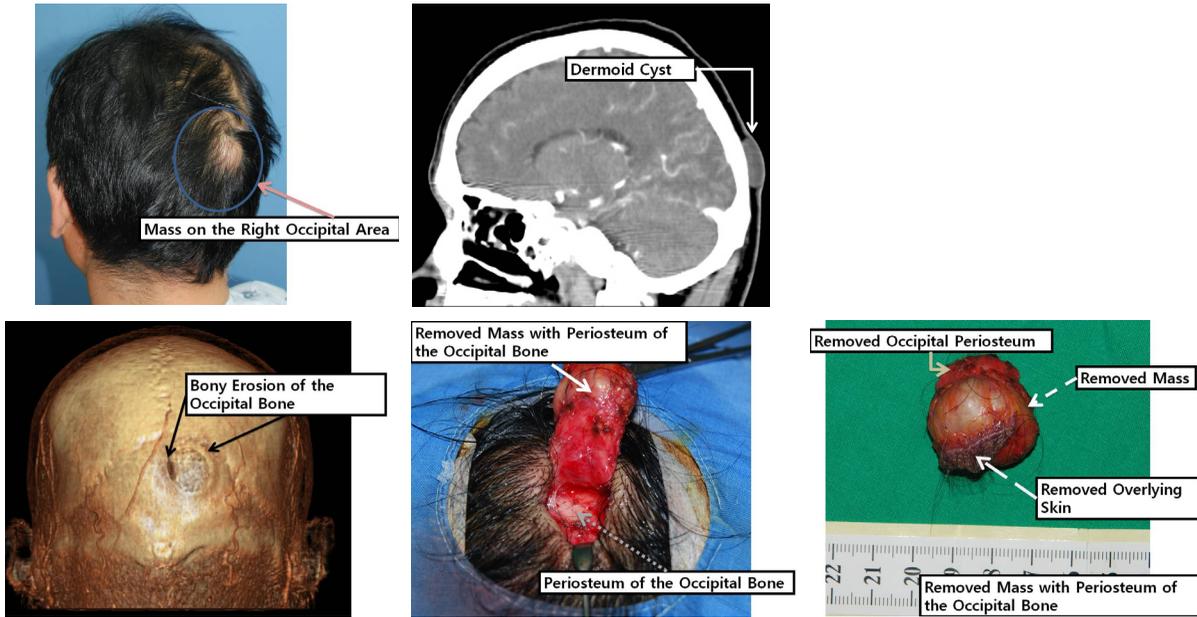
(Above, left) Preoperative finding of the dermoid cyst. About 3 × 2.5 × 1 cm sized round cystic mass in the right occipital area. (Above, right) Preoperative enhanced CT sagittal scan shows homogeneous cystic mass in the occiput (soft tissue setting). (Below, left) Preoperative enhanced 3D reconstruction CT scan. showing depressed bone. (Below, center) Intraoperative finding shows mass and removed periosteum. (Below, right) Gross finding shows removed mass with periosteum.
